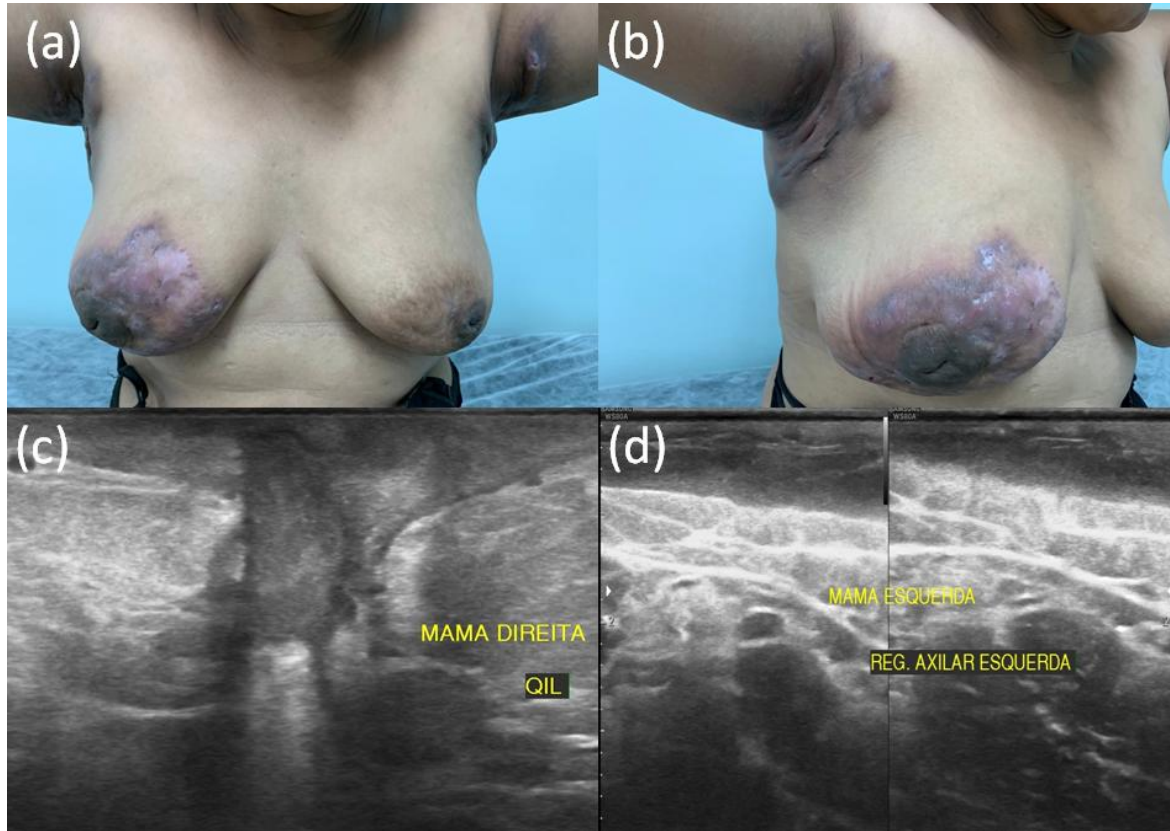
Patient in the 3rd. month of treatment for bilateral mammary and lymph node Tuberculosis. a) and b) Images of the breasts and axillary regions with scars, fistulas and erythema and skin thickening; c) Breast ultrasonography demonstrating a fistulous path with a collection of thick fluid intermingled in the inferolateral quadrant of the right breast; d) Breast ultrasound showing skin thickening in the left axillary region.
